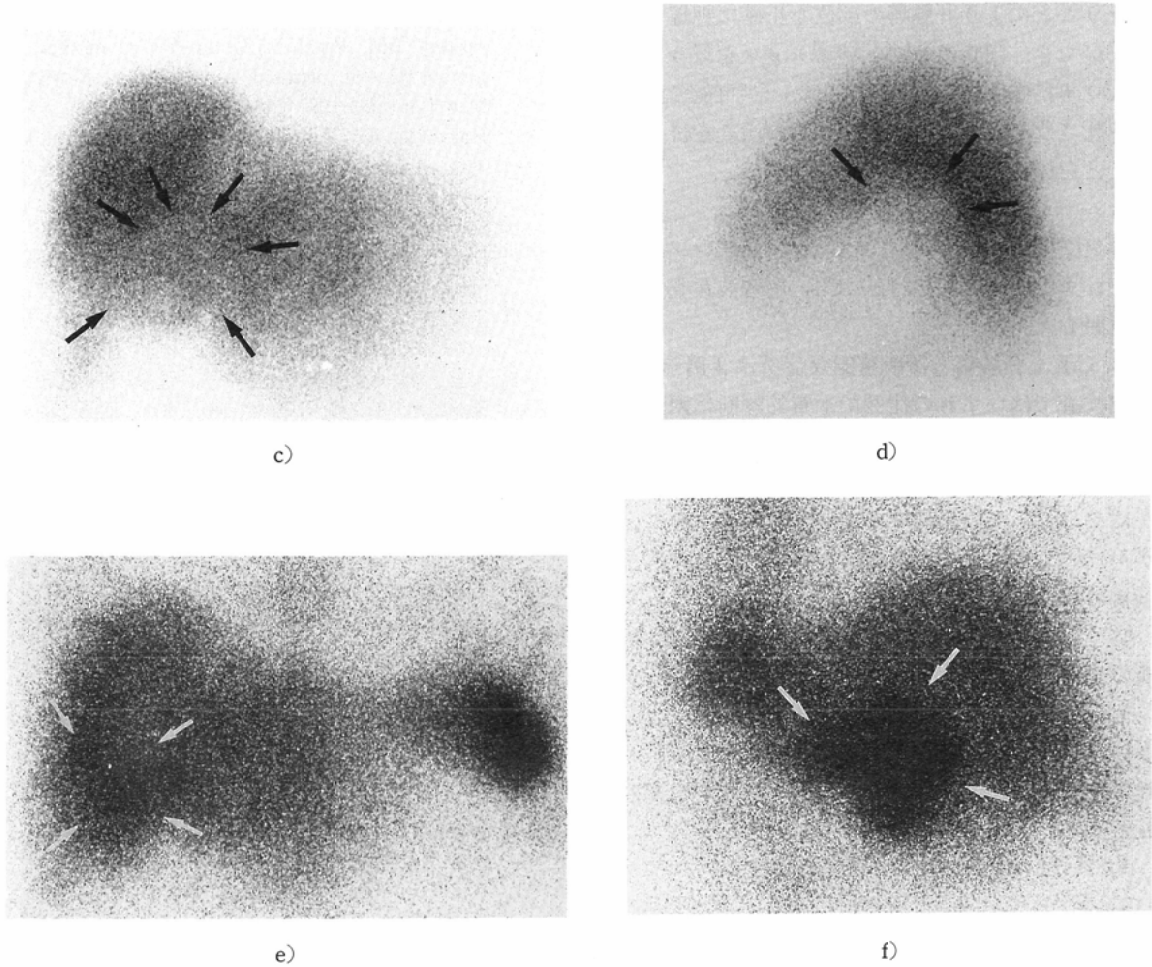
Case 5 showing atypical CT finding
